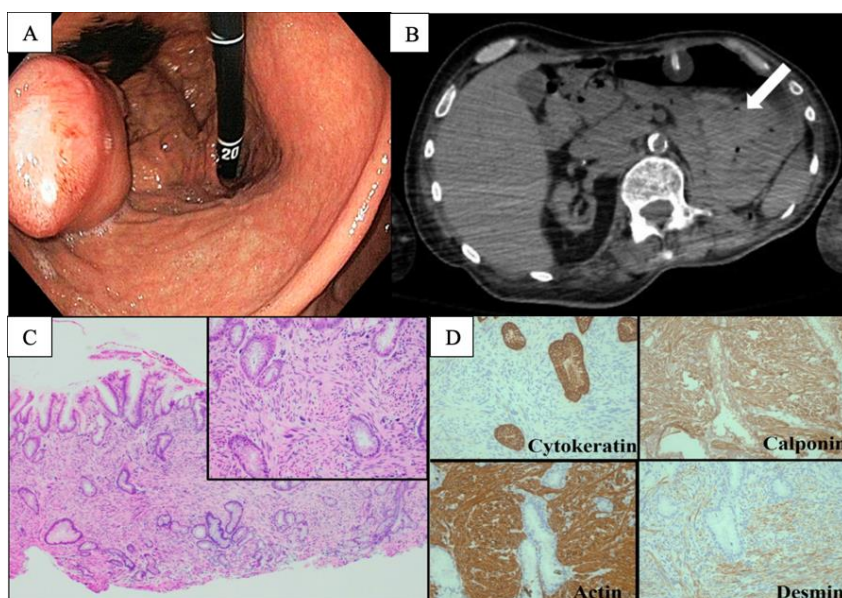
(A) Esofagogastroduodenoscopia revelando grande massa infiltrativa e ulcerada, não circunferencial, localizada na parede anterior do corpo gástrico; (B) TC do abdome revelando hiperdensidade amorfa mal definida de 3,5 cm no estômago (seta branca); (C) Resultado de biópsia de massa gástrica demonstrando mucosa gástrica com neoplasia fusiforme envolvendo a submucosa e estendendo-se até a lâmina própria, células epitelioides a fusiformes com citoplasma eosinofílico alongado e figuras mitóticas frequentes; (D) colorações imuno-histoquímicas mostrando positividade para citoqueratina, calponina, actina e desmina.
